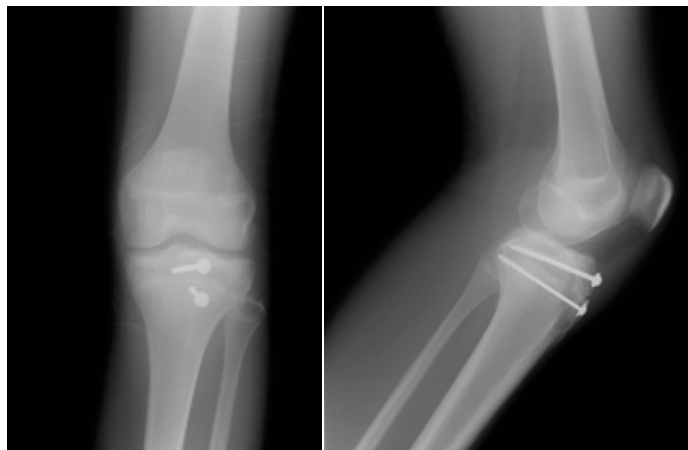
Radiografia do joelho esquerdo, face e perfil, do 3.º mês pós – operatório, demonstrando a redução e fixação da fratura avulsão da tuberosidade anterior da tibia.
